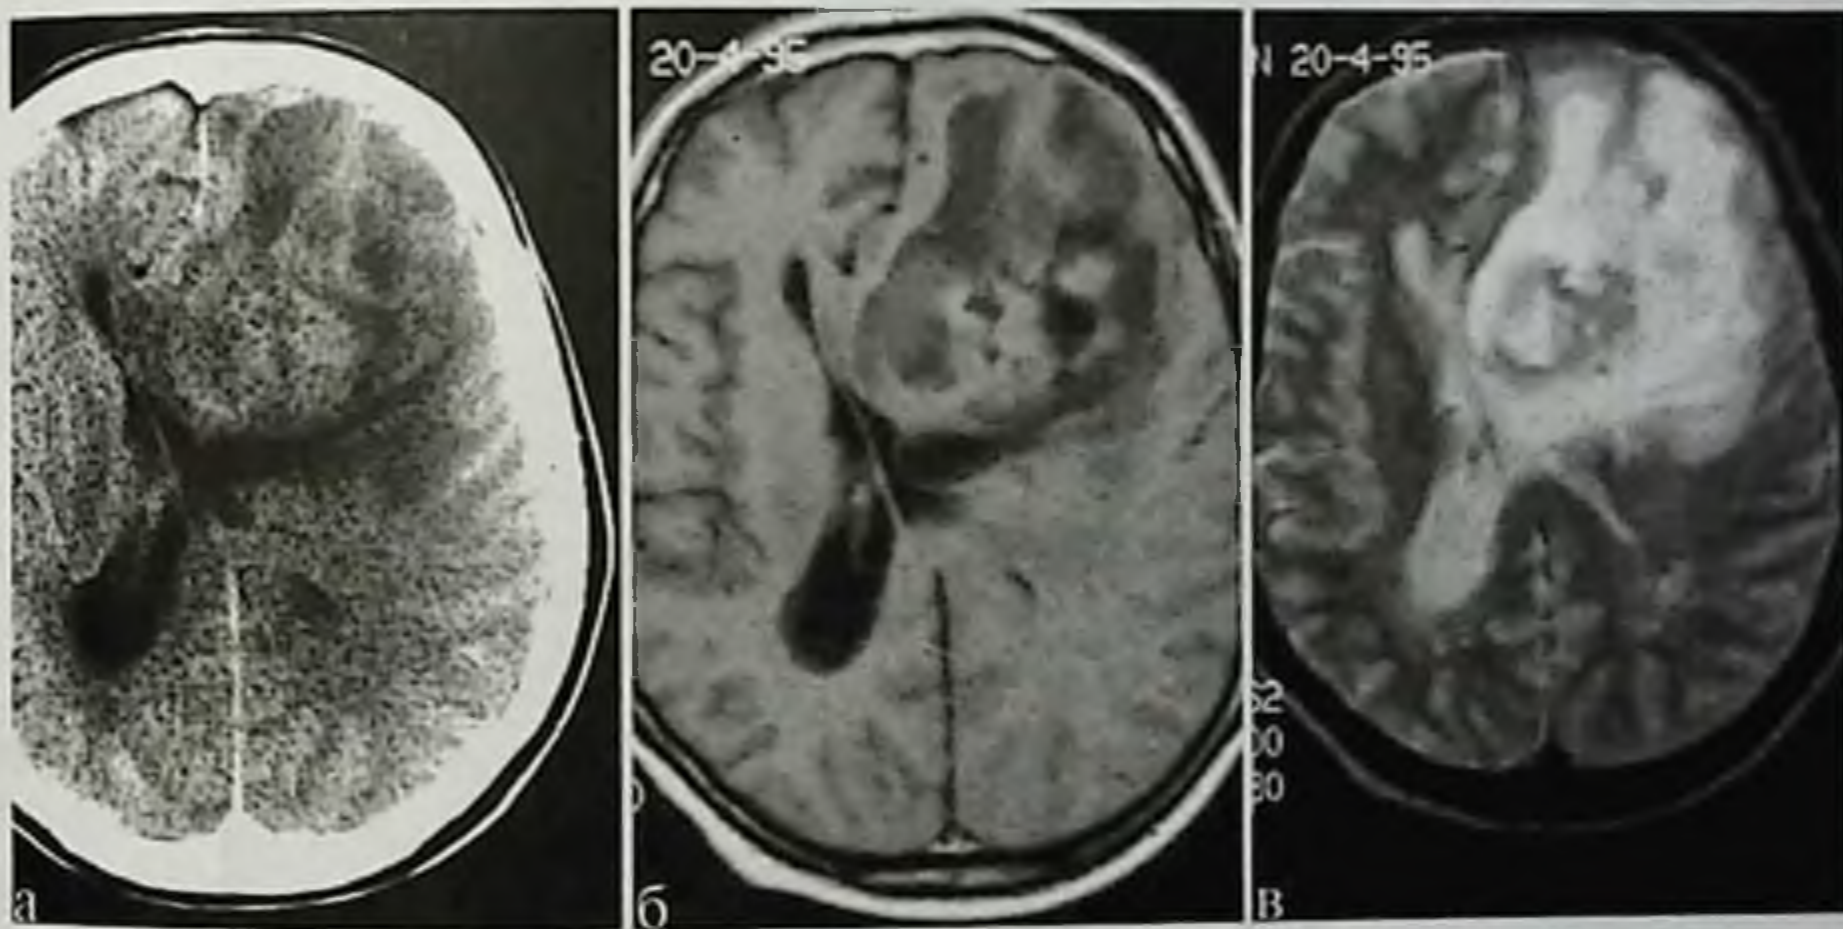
Злокачественная глиома (анапластическая астроцитома) левой лобной доли: а — компьютерная томограмма; б, в — магнитно-резонансная томограмма, T1- и T2-взвешенные изображения; опухоль выглядит как зона гетерогенного сигнала с кистами в структуре
